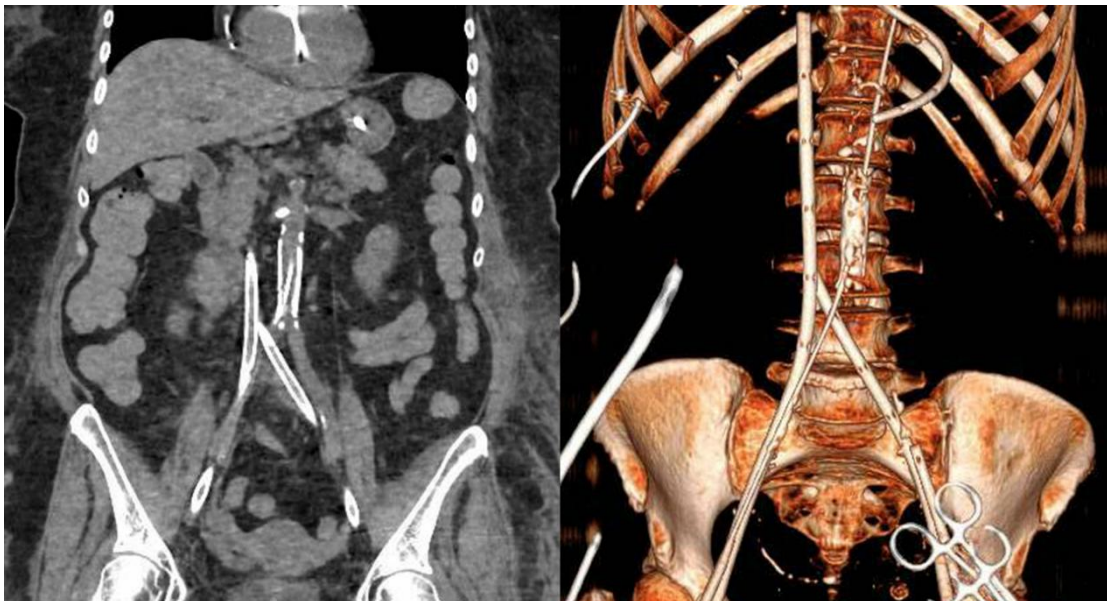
TC toracoabdominal y reconstrucción 3D. ECMO- VA con cánulas de salida posicionadas en VCI y cánula de ingreso en la división de la arteria iliaca común izquierda.
